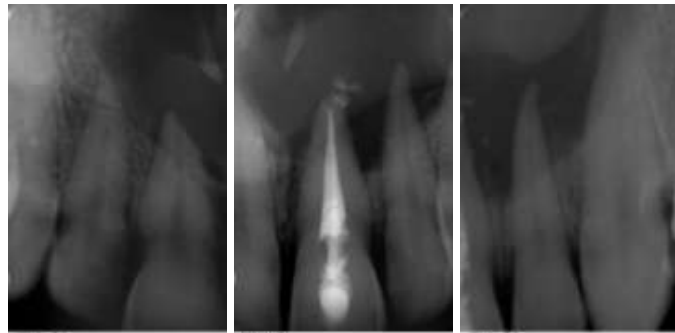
Radiografías periapicales mesioradial , ortoradial y distoradial.
